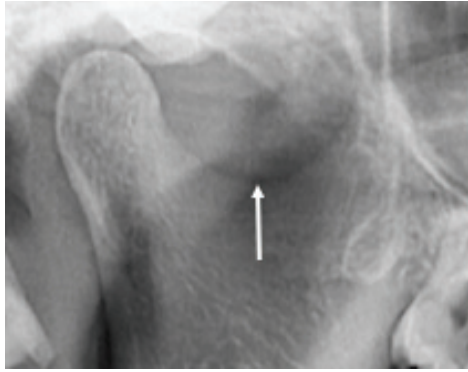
Radiographie de l'échancrure sigmoïde
